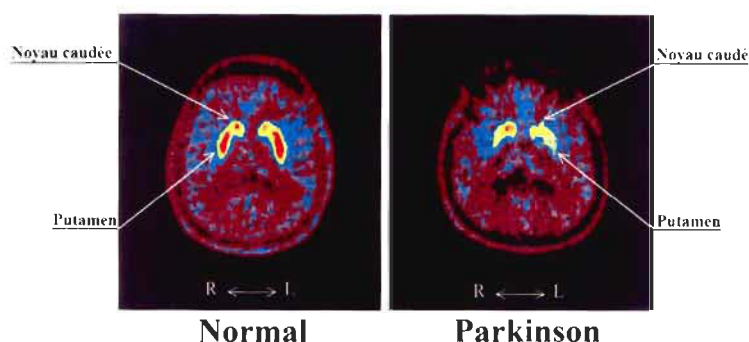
Marquage à la F-Dopa en tomographie par émission de positons chez un sujet sain (à droite) et chez un patient parkinsonien (à gauche) (Thobois et al., 2001).
